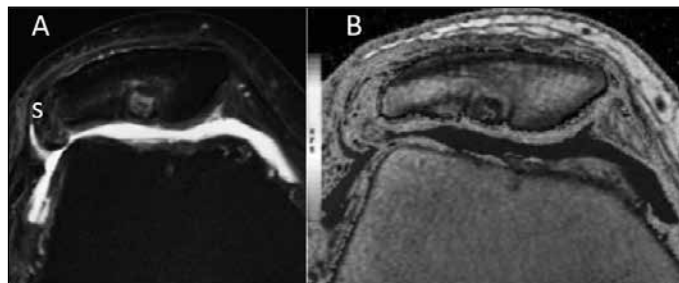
(A) Imagens de ressonância magnética no plano axial; (B) após seis meses da mosaicoplastia patelar do joelho direito.
